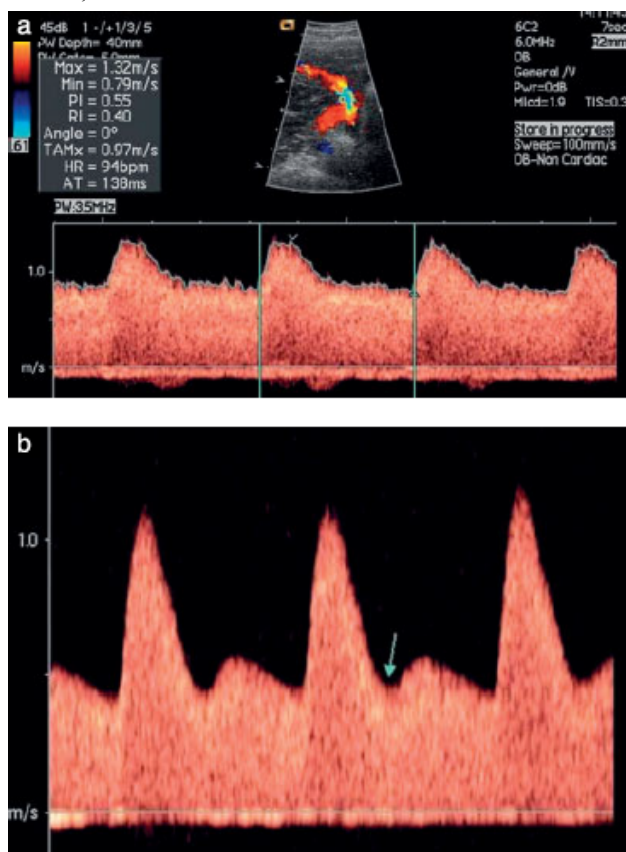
Spectrul arterei uterine obținut transabdominal în trimestrul al doilea. Spectru normal (a) și anormal (b); săgeata indică incizura (notch) în semnalul Doppler în (b).
